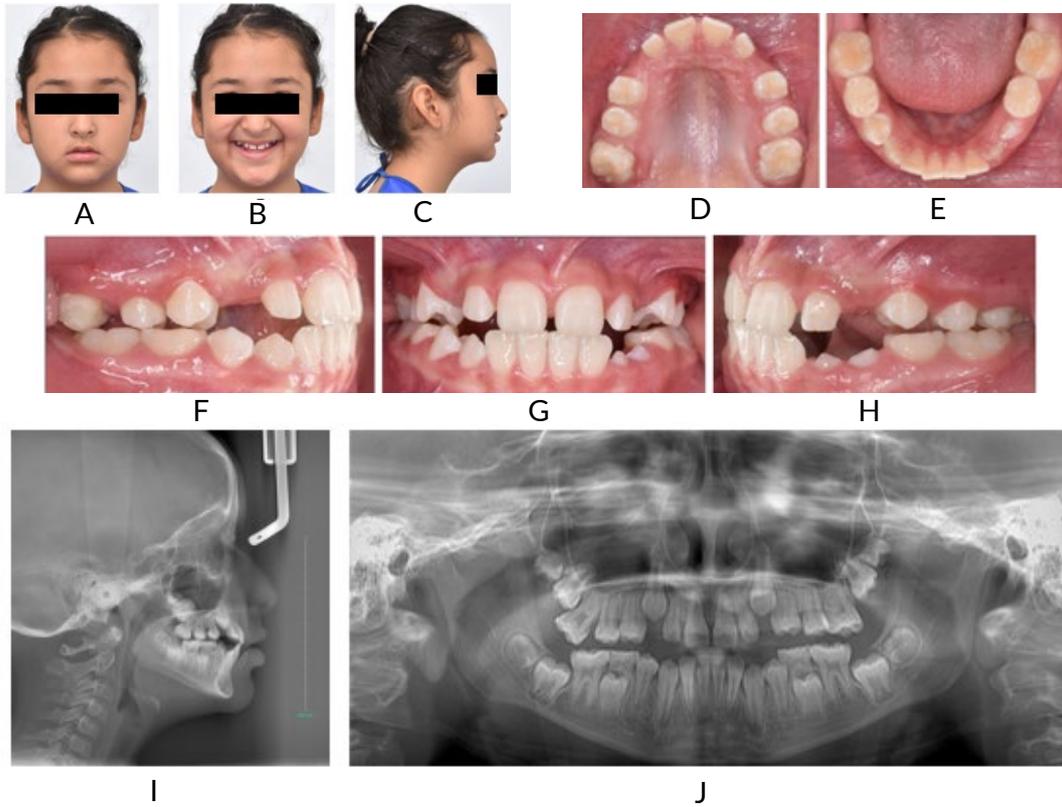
Fotografías intra y extraorales octubre 2021 (9 años): frontal (A), sonrisa (B), perfil derecho (C), oclusal superior (D), oclusal inferior (E), oclusión (F), lateral derecho (G), lateral izquierdo (H), Radiografía cefálica lateral (I), Radiografía panorámica (J)
